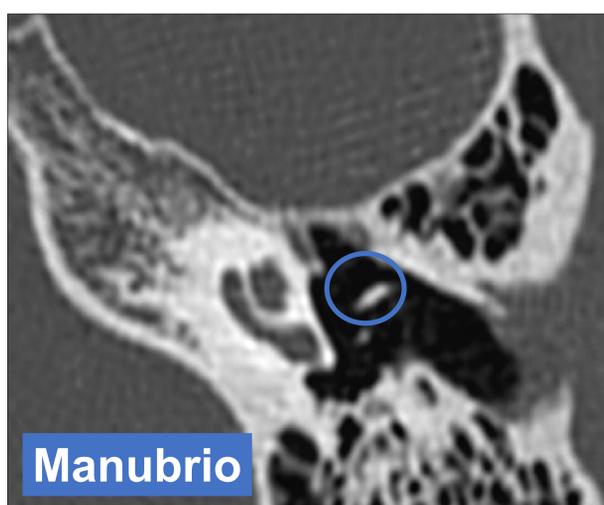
Imágenes de TC en plano axial del oído. Se señalan las partes del martillo: manubrio, cuello y cabeza.
